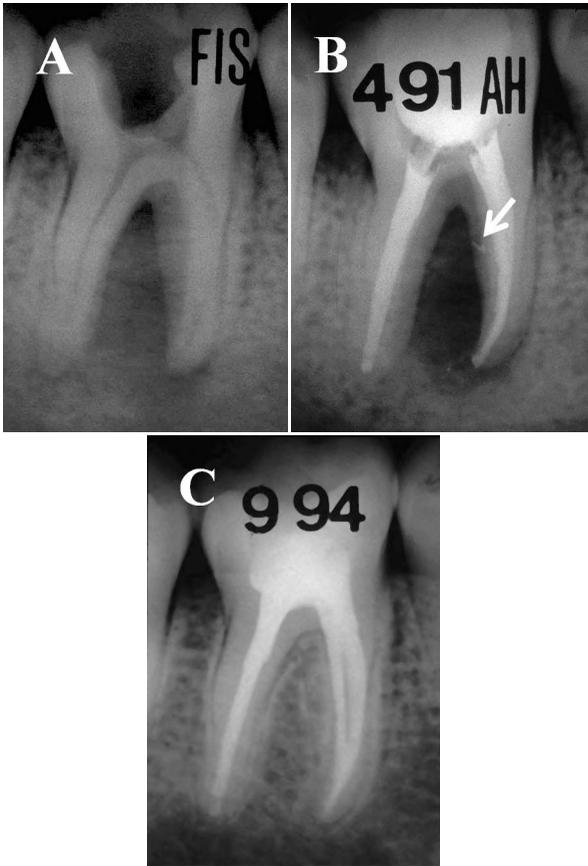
A: Radiografía preoperatoria de un molar inferior con una imagen radiolúcida periapical, que involucra la zona de la furcación; B: Radiografía posoperatoria inmediata al tratamiento endodóntico, en la que se observa la obturación de un conducto lateral que invade la furcación (flecha); C: Radiografía posoperatoria a distancia, 3 años y 5 meses después, en la que se destaca la reparación de la lesión.
